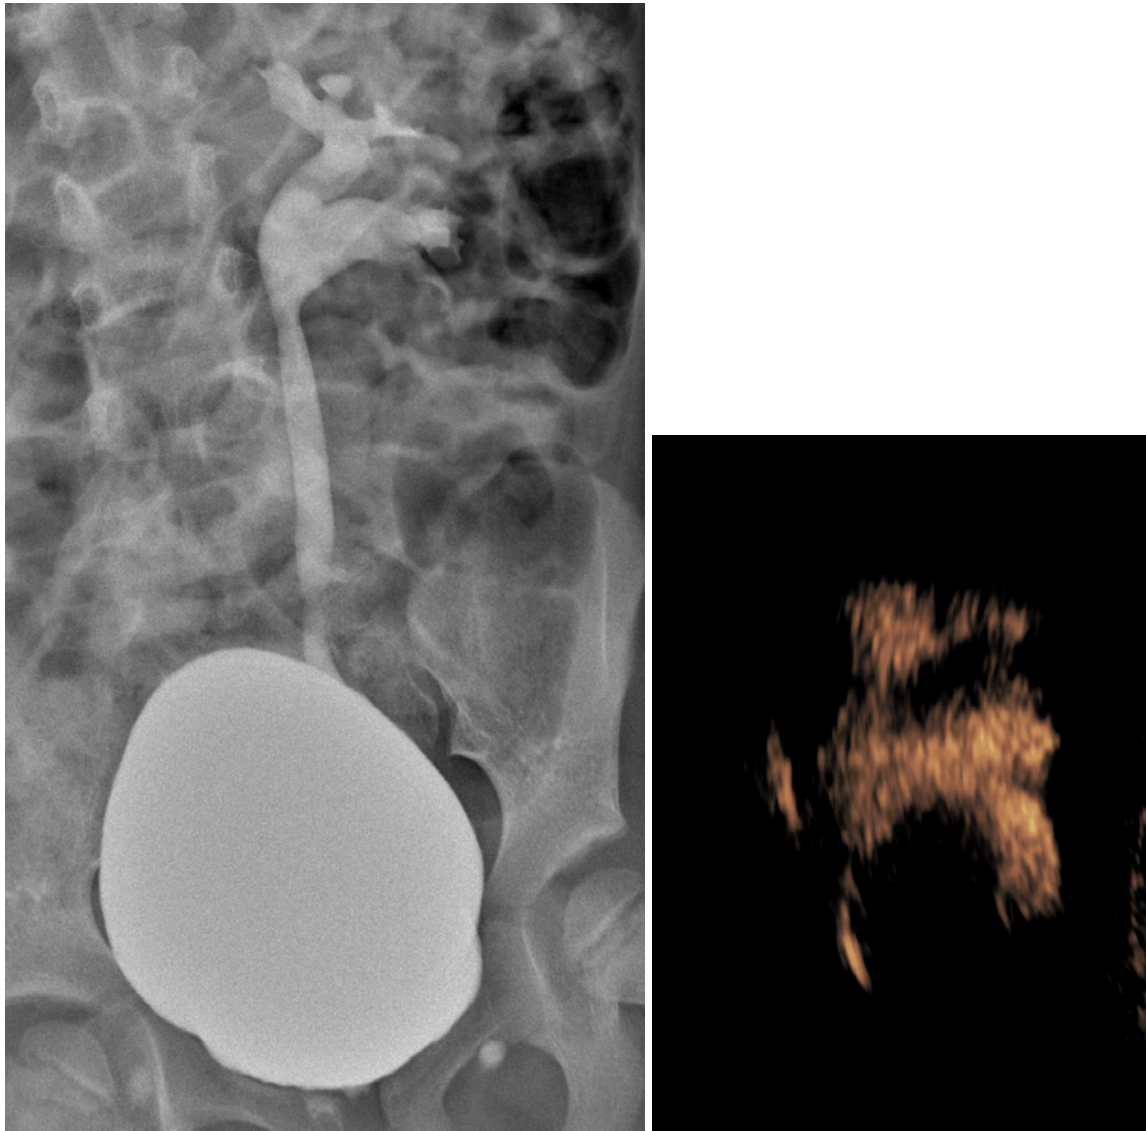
Corrélation d'un RVU gauche en cystographie et en cystosonographie.
